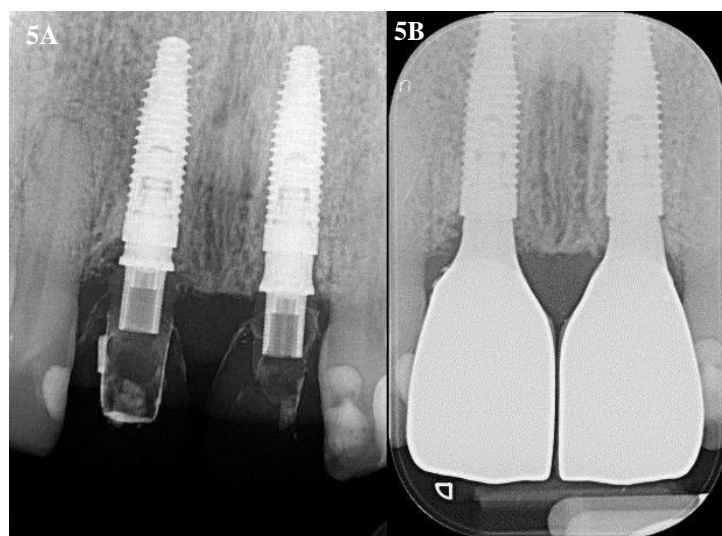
Radiografia periapical inicial dos provisórios sobre intermediário em peek. Figura 5B: Radiografia final após instalação dos blocos de titânio e cimentação das coroas sobre eles.
